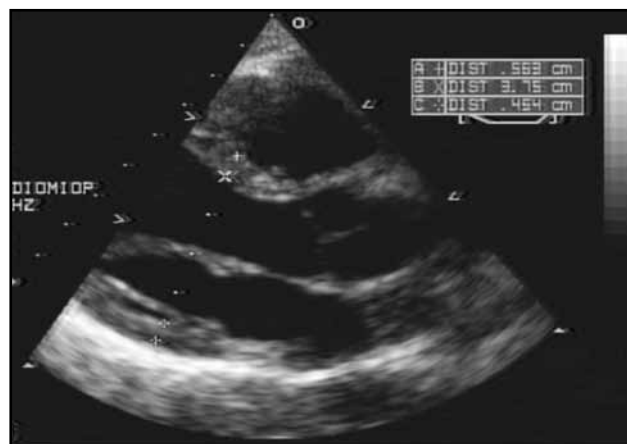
Ecocardiograma TT en vista de eje largo paraesternal en fin de sístole.
